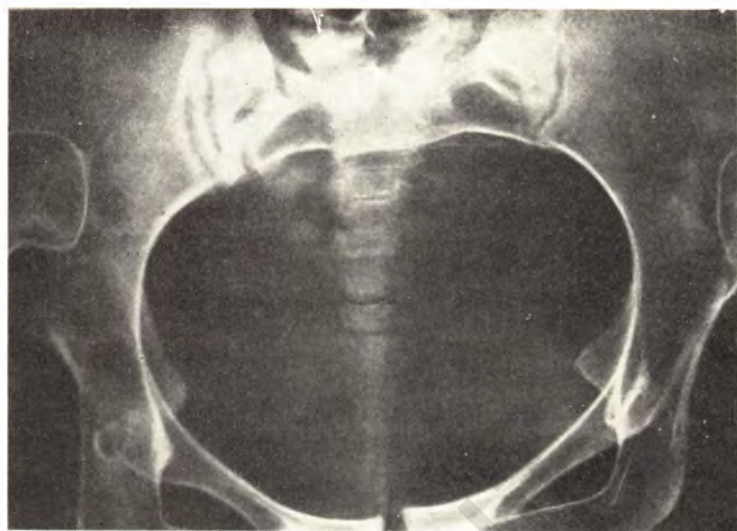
Рентгенограмма входа в таз. Косооставленный таз. Двусторонний вывих в тазобедренных суставах.
